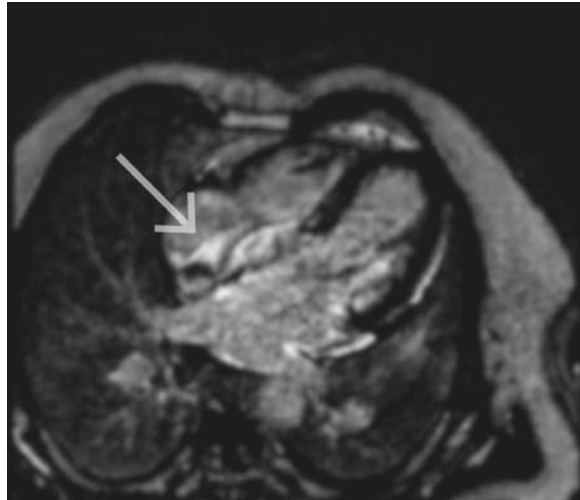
Resonancia magnética cardíaca posterior a la infusión de gadolinio, donde se puede ver realce difuso subendocárdico en aurículas (flecha).
